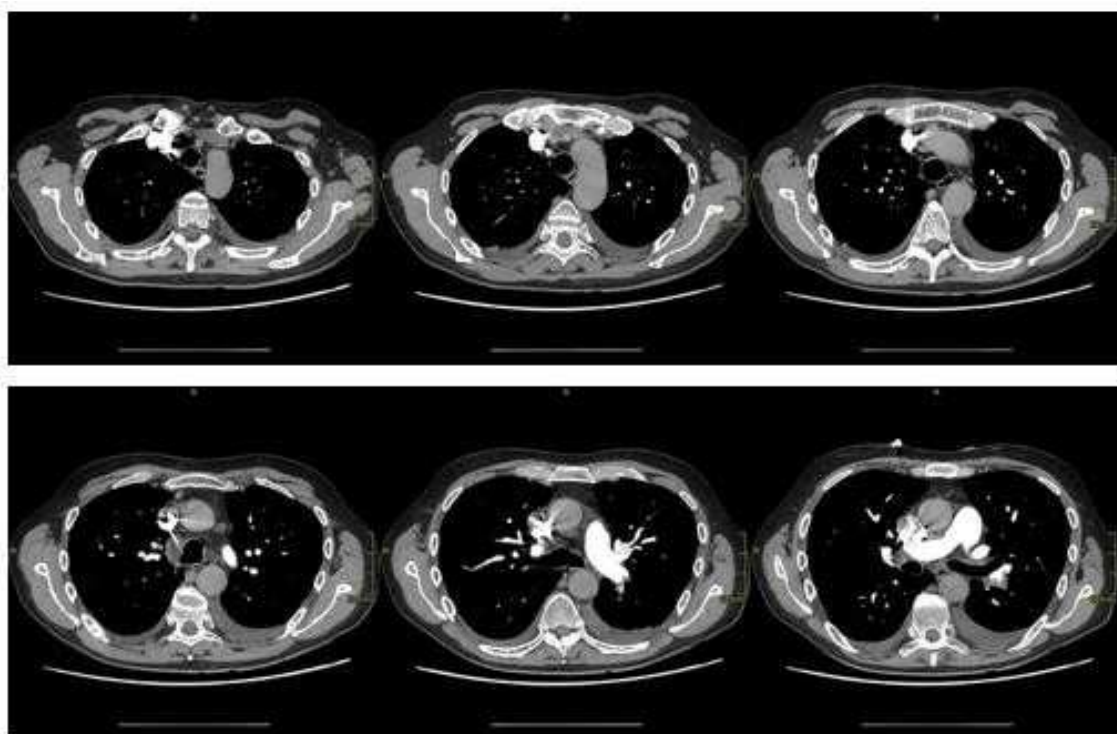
Immagini TC fase arteriosa a FOV ampio
